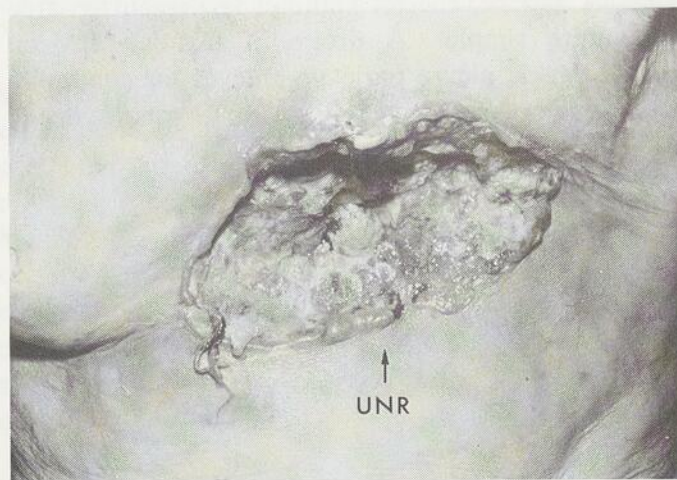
Vue antérieure de ce cratère ulcéré de radionécrose siégeant en plein tissu tumoral à la région sternale et parasternale gauche mesurant 10 x 16 cm (U.N.R. ulcère néoplasique et radionécrose).
